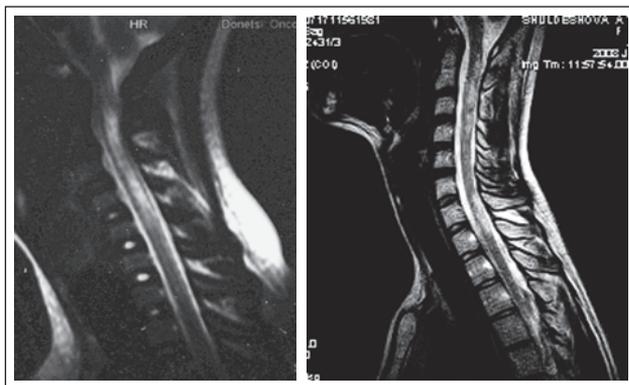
МРТ шейного отдела спинного мозга. Множественные очаги демиелинизации
